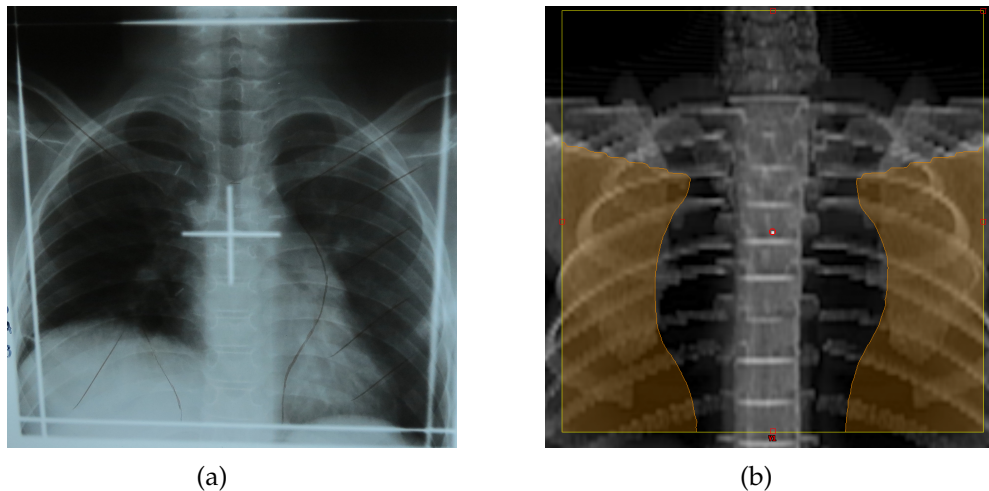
Gegenüberstellung der Röntgenfilmaufnahme eines Studienpatienten (a) gegenüber dem BEV des äquivalenten rekonstruierten Feldes in Eclipse (b).
